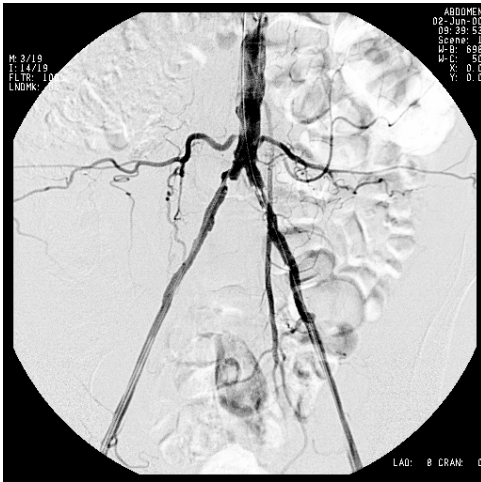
Hastanın şikayetlerinin tekrarlaması üzerine 19 ay sonra yapılan pelvik anjiyografide; sağ AİA'de mevcut stentin tamamen tıkanmış olduğu görülmüyor (C). Tıkalı segmentin rekanalizasyonunu takiben tekrar Wallstent yerleştirilmesi sonrası alınan kontrol anjiyogramda; sağ AİA'de akımın normal döndüğü görülmektedir (D).
